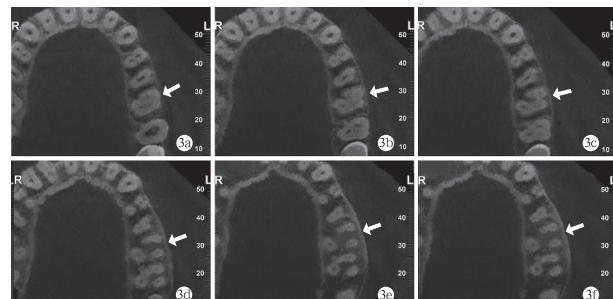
CBCT 横截面示 #26 的 5 个根管
